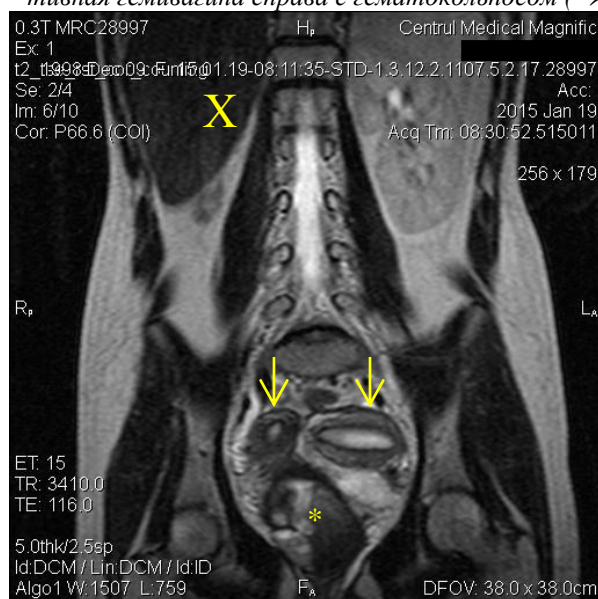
МРТ: агенезия правой почки (X), гипертрофированная единственная левая почка, удвоенная матка (→), гематокольпос (*)
